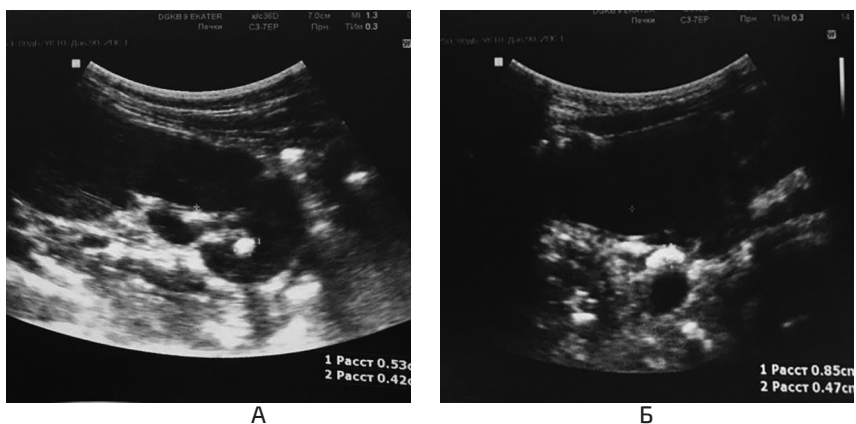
УЗИ левой почки и мочеточника
